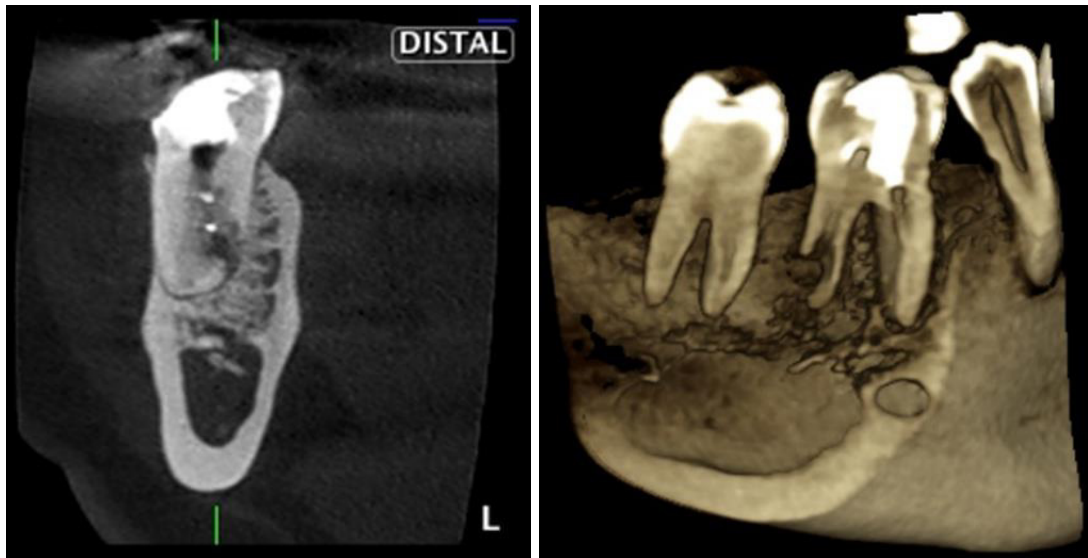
Tomografía Cone beam revelando reabsorción radicular
